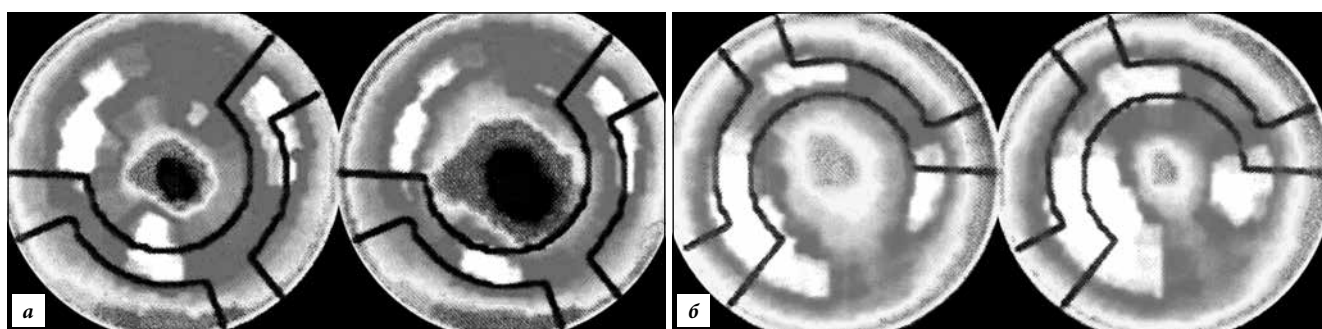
Перфузионная (а) и нейротропная (б) перфузионная однофотонная компьютерная томография миокарда левого желудочка: пациент 58 лет с гипертрофической кардиомиопатией: визуализируются дефекты накопления метайодобензилгуанидина, свидетельствующие о нарушениях симпатической активности при сохранной перфузии миокарда.
